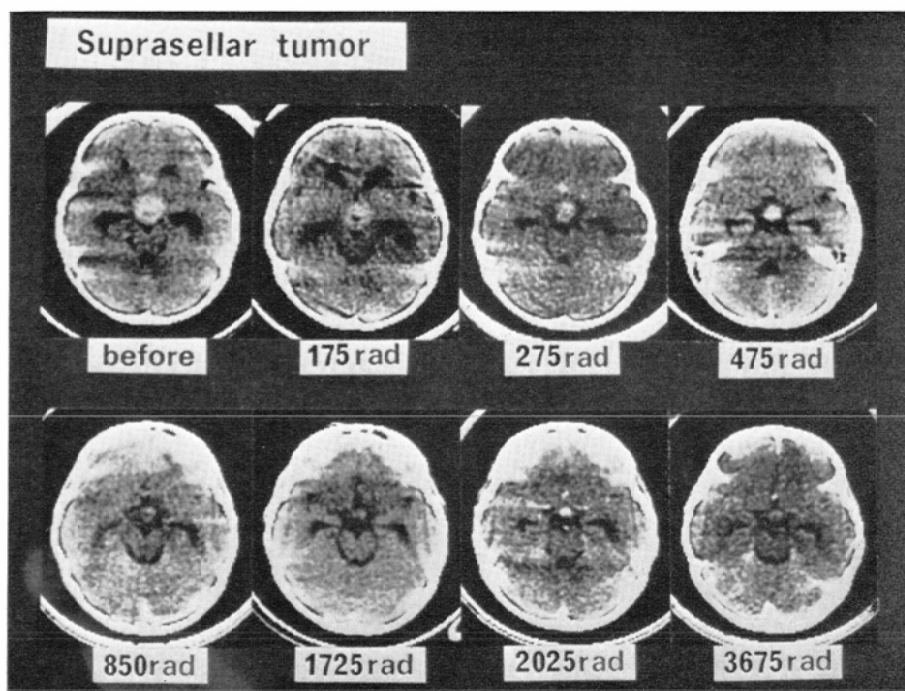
Suprasellar tumor clinically diagnosed as suprasellar germinoma (so-called ectopic pinealoma) in 9-year-old girl. CT scan taken before radiation therapy shows a round tumor in the suprasellar region. Serial CT scans were taken 3 days (175 rad), 4 days (275 rad), 6 days (475 rad), 9 days (850 rad), 16 days (1725 rad), 18 days (2025 rad), and 29 days (3675 rad) during radiation therapy. Diagnosis of ectopic pinealoma was considered to be confirmed by the rapid regression of the tumor by irradiation. Three scans (850, 2025, and 3675 rad) were taken after contrast injection. Others are non-enhanced scans.
